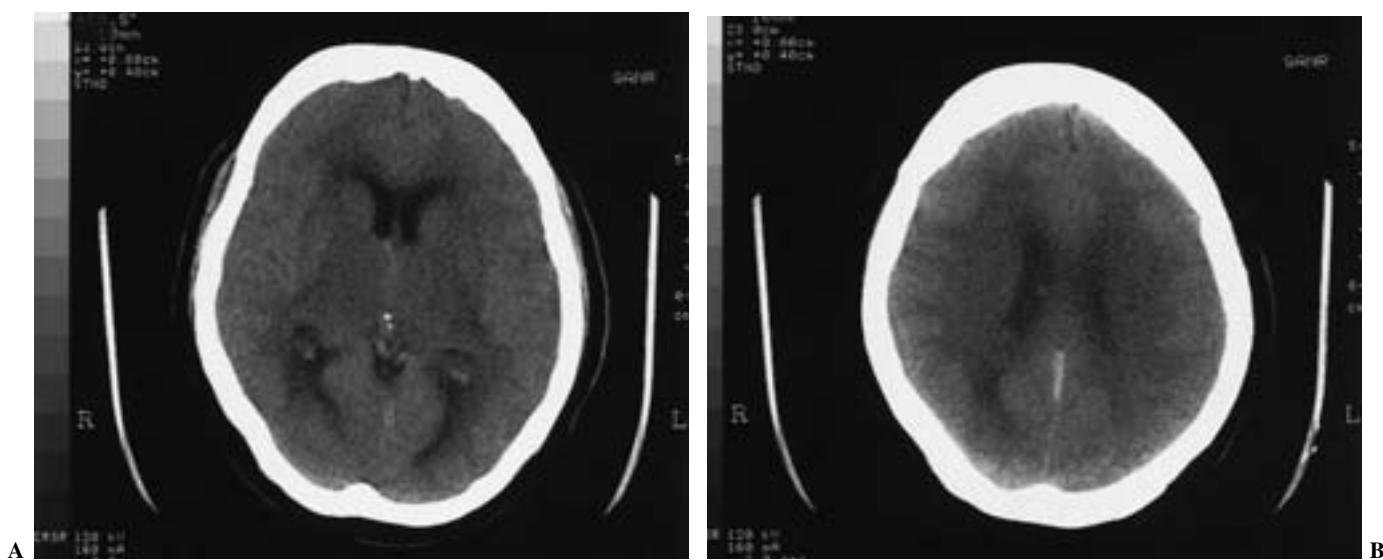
TC craneal sin contraste (al ingreso). (A) Imágenes de baja atenuación en los núcleos de la base y ambos tálamos. Hiperdensidad en el seno recto y las venas cerebrales internas. (B) Afectación generalizada de la sustancia blanca y seno recto hiperdenso.
